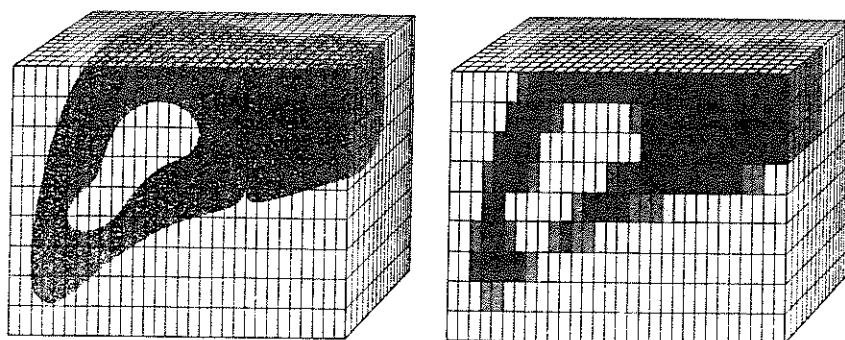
Teilvolumeneffekt: an den Grenzflächen verschiedener Gewebe kann ein Voxel Anteile unterschiedlicher Gewebedichten enthalten. Im CT-Bild ergeben sich an diesen Stellen Voxel mit gemittelten Grauwerten [25].
